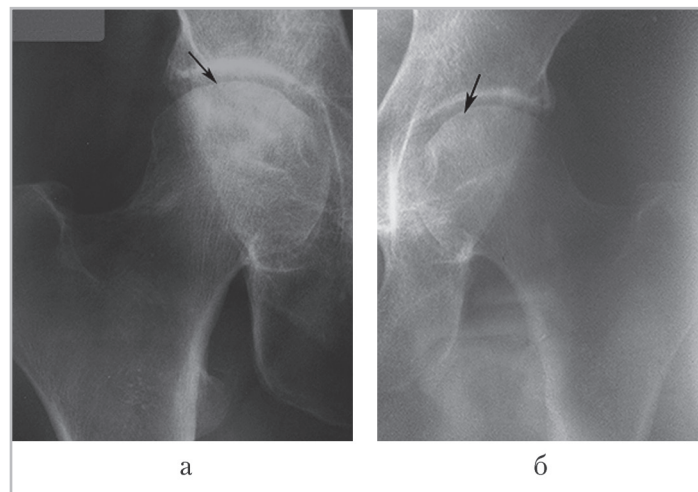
Рентгенограммы тазобедренных больной Т., 55 лет, с серонегативным спондилоартритом, давность заболевания 2 года: *а* — в субхондральном отделе головки правой бедренной кости определяется участок некроза (*стрелка*), с наличием кистовидных просветлений по периферии (2-я стадия); *б* — костная структура головки левой бедренной кости (*стрелка*) не изменена (1-я стадия)
